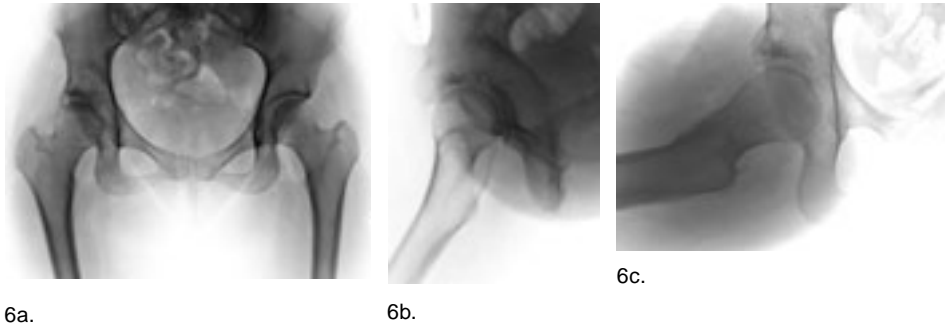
En la figura a se muestra una radiografía AP que corresponde a una paciente con historia de displasia de la cadera derecha tratada quirúrgicamente en la infancia con una osteotomía pélvica. Observe en la cadera derecha una imagen en “8” que representa una retroversión acetabular por sobrecorrección. En el falso perfil de la figura b se corrobora la sobrecorrección. En la figura c, que es una radiografía en posición de rana (no corresponde a la paciente de las radiografías a y b), nótese la anteversión marcada del fémur proximal.
